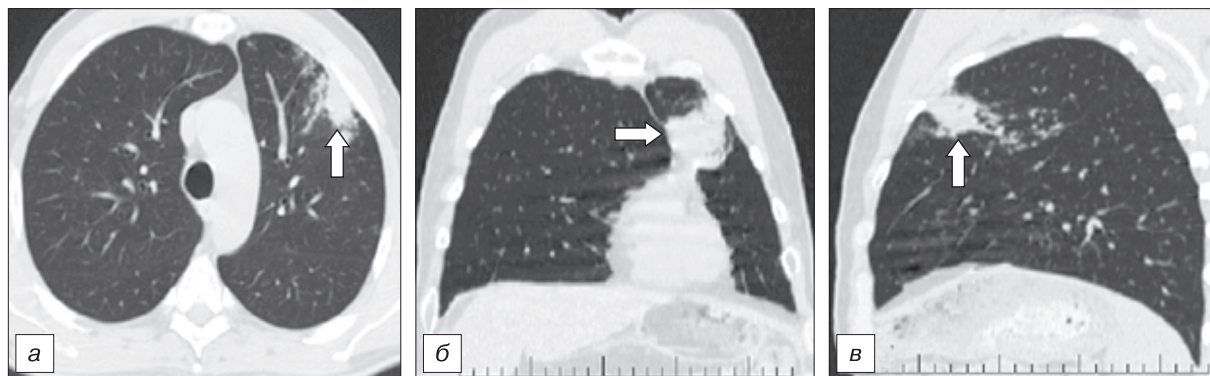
Трансверсальный срез (а) и мультипланарные реконструкции компьютерных томограмм в прямой (б) и боковой (в) проекциях органов грудной клетки. Больной 52 года.
